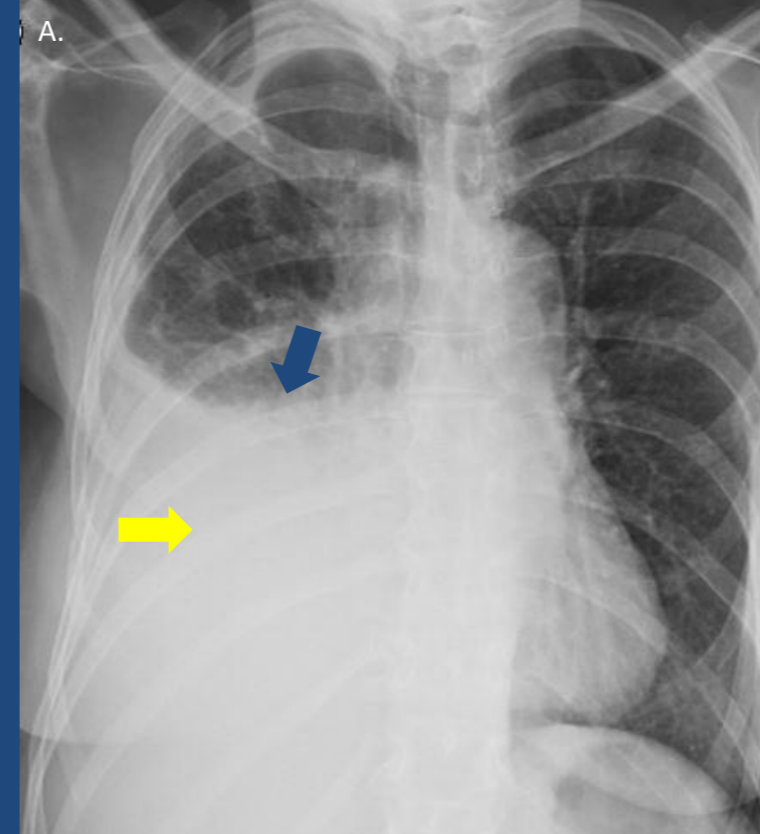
Fig A) Radiografía tórax frente. Se visualiza derrame pleural derecho hasta tercio medio (flecha amarilla) evidenciando signo del menisco (flecha azul).
